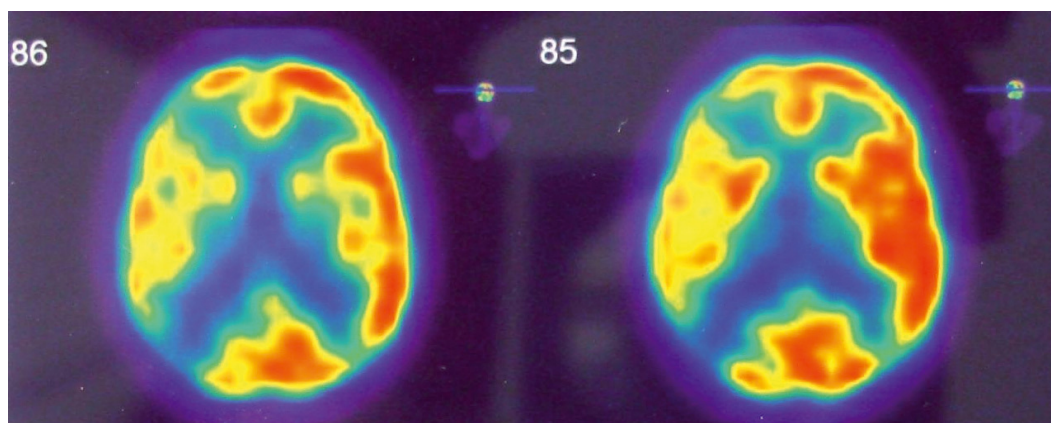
Scintigraphie par perfusion cérébrale de fluoro-désoxy-glucose : les apports d'oxygène et de glucose dépendent des besoins métaboliques de chaque région cérébrale, en fonction de l'activité neuronale. Indirectement, les images de scintigraphie de perfusion reflètent le métabolisme cérébral. Dans ce cas, on observe un hypométabolisme de l'ensemble de l'hémisphère droit.
